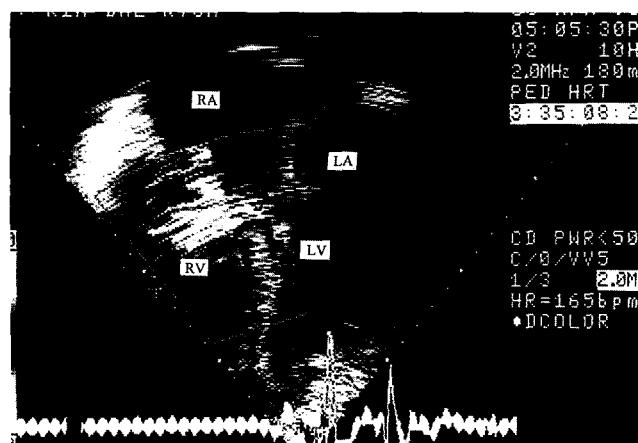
Echocardiography showing large interventricular defect.
